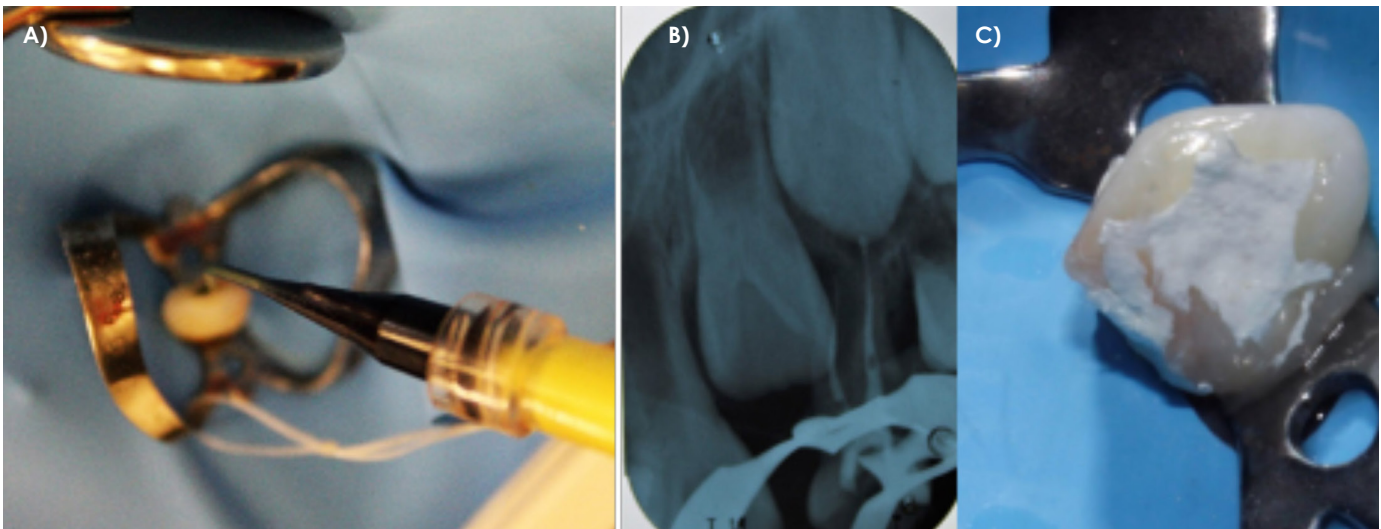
A) Obturación con Vitapex. B) Radiografía final del tratamiento. C) curación con IRM.
